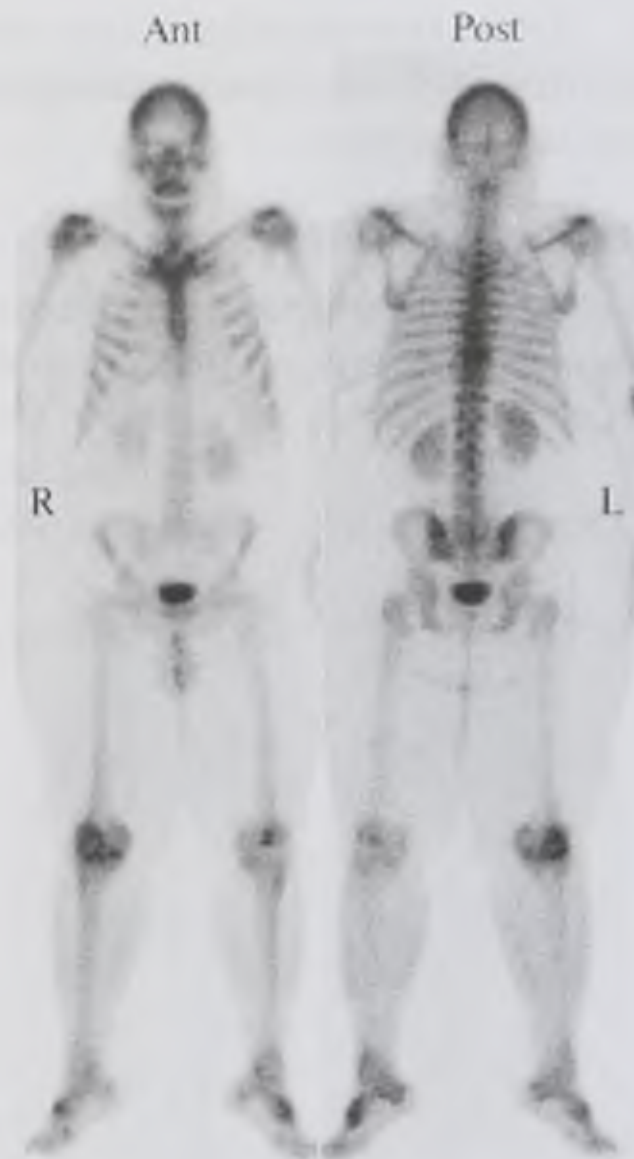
Статические сцинтиграммы костей скелета в прямых передней и задней проекциях: Ant — передняя проекция; Post — задняя проекция; R — правая сторона; L — левая сторона
